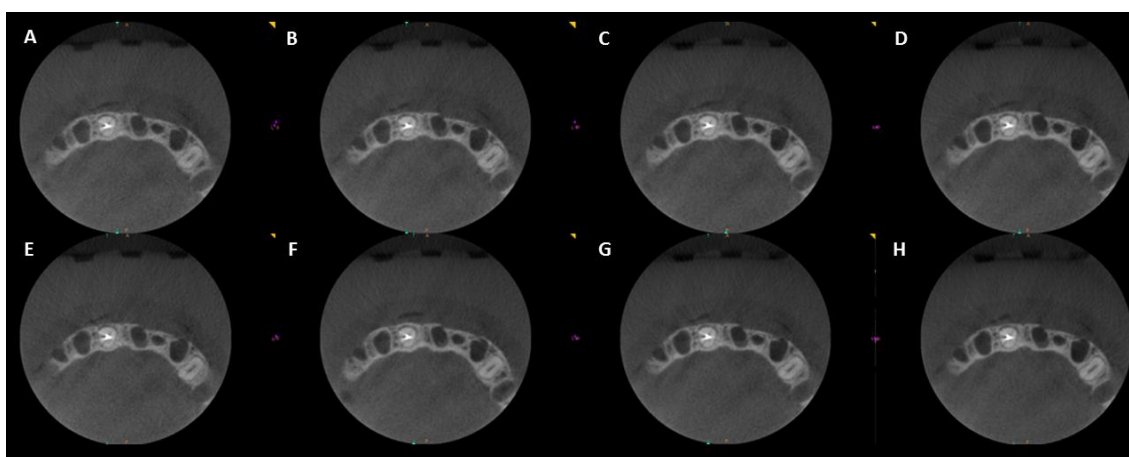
CBCT axial slices acquired in the eight different studied protocols of a metal post group teeth, A – 74 kV, 12 mA; B- 74 kV, 10mA; C- 74 kV, 8 mA; D – 74 kV , 6,3mA; E – 70kv,12 mA; F – 70kV, 10 mA; G – 70 kV , 8 mA; H- 70 kV, 6,3 mA.
